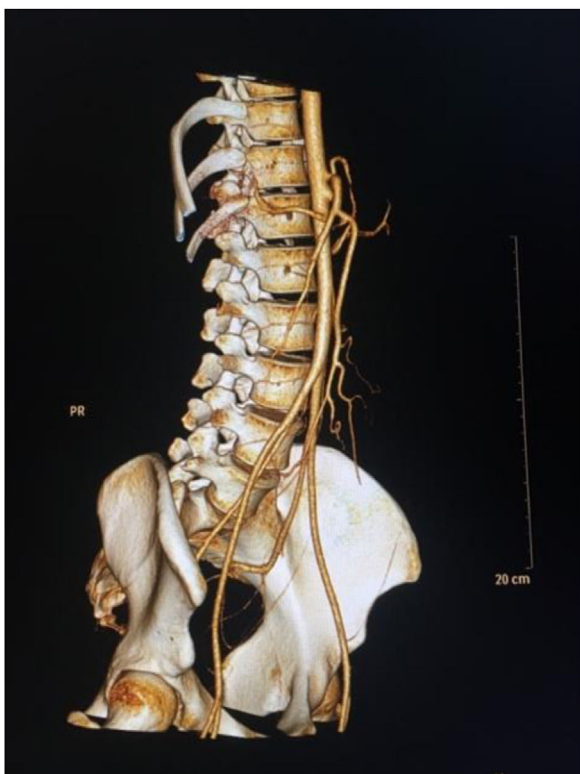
Angiotomografía axial computarizada con reconstrucciones MIP y VRT (Maximum Intensity Projection) y VRT (3D Volume Rendering Technique) en su fase arterial que muestra las características del tronco celíaco y las arterias hepáticas con discurrir hacia región pélvica.
